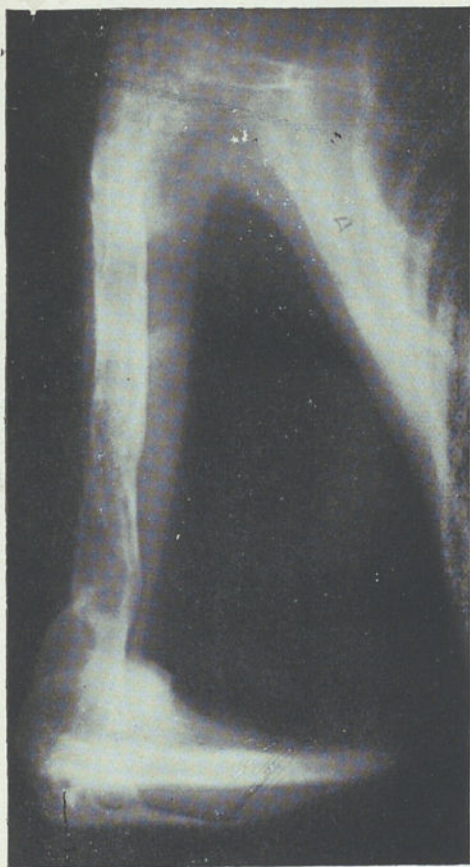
Radiografia do húmero direito (Junho de 1919) onde se nota acentuada descalcificação com formação de pseudo-quistos.
